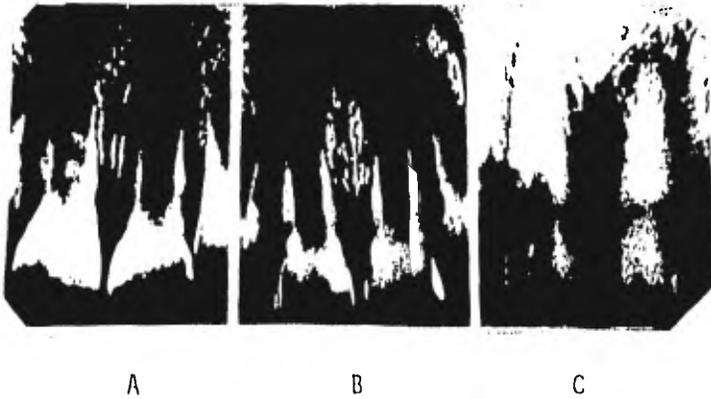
Obliteración del conducto pulpar como secuela de la luxación extrusiva. A. La radiografía en el momento de la lesión revela una ligera extrusión del incisivo central superior izquierdo. B. La radiografía tomada dos meses después muestra que continúa el desarrollo de la raíz. C. En el control once años después se encontró una marcada obliteración del conducto pulpar.
